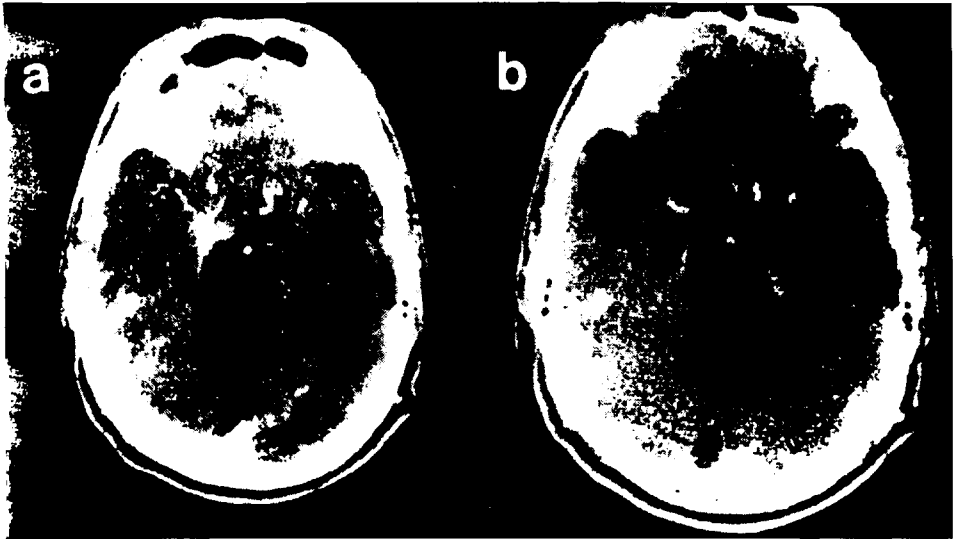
(a) CT cerebral mostra lesão metastática recidivada numa paciente com câncer da mama. Todo o cérebro já havia sido irradiado previamente. Foi tratada novamente com radiocirurgia e recebeu dose de 2000 cGy. (b) CT cerebral 2 meses após o tratamento com remissão completa e total desaparecimento do tumor.
